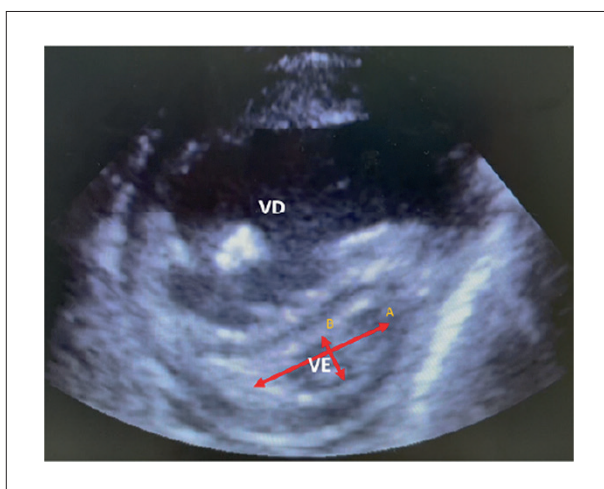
Ecocardiograma no plano paraesternal eixo curto no nível do músculo papilar ao final da sístole ventricular. IE= A/B. IE: Índice de excentricidade.
